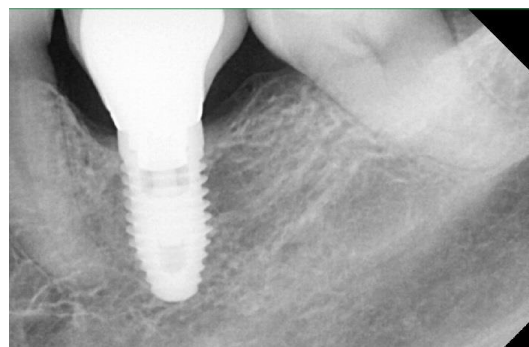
Radiografía dentoalveolar donde se muestra el correcto asentamiento del implante y corona definitiva
